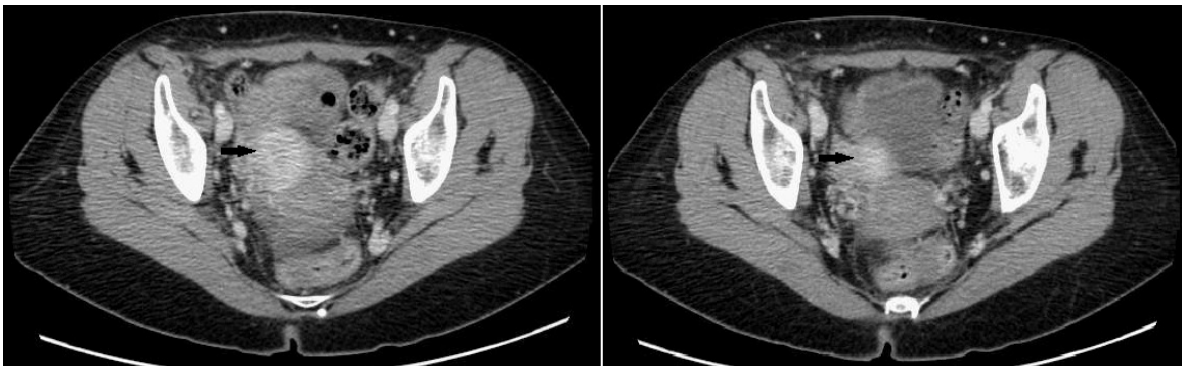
Imágenes de la TAC abdominopélvica realizada tras completar 3 ciclos de QTNA, en la que se objetiva la disminución de la masa ovárica y el foco hipercaptante en su interior.
